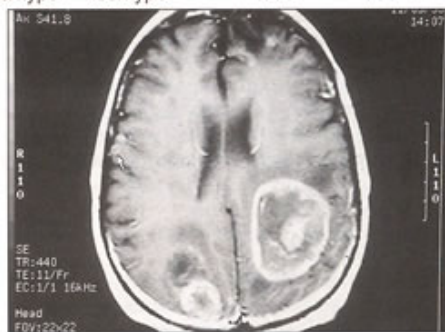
IRM T1 + gado : Métastases cérébrales d'origine pulmonaire.
